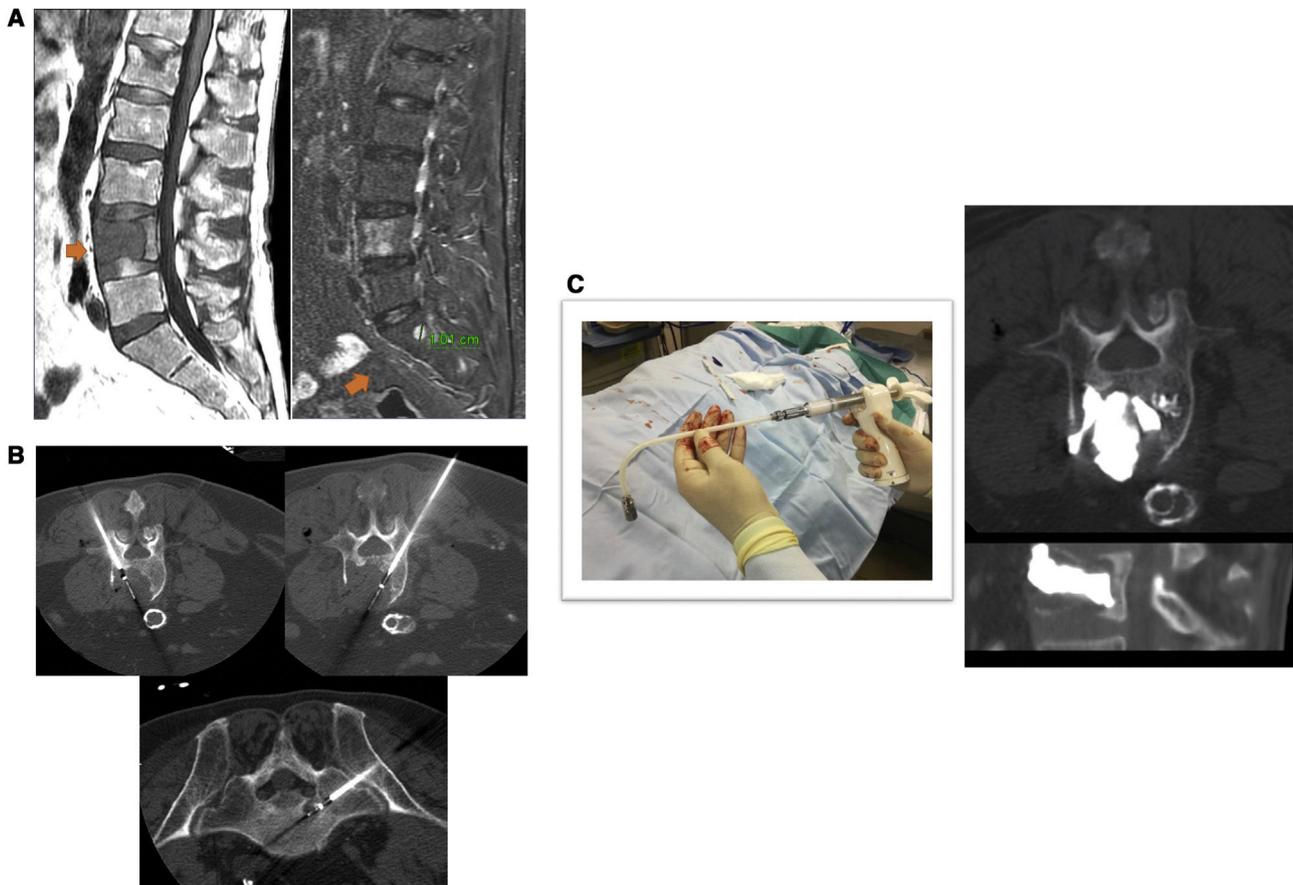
A) Paciente con cáncer renal y lesiones vertebrales compatibles con metástasis óseas en L4 y S1 (flechas) B) Planos axiales de tomografía computarizada con el paciente en decúbito prono y tratamiento percutáneo mediante ablación por radiofrecuencia (RFA) de las lesiones en L4 y S1. C) Vertebroplastia de L4 posterior a la ablación por RFA.
